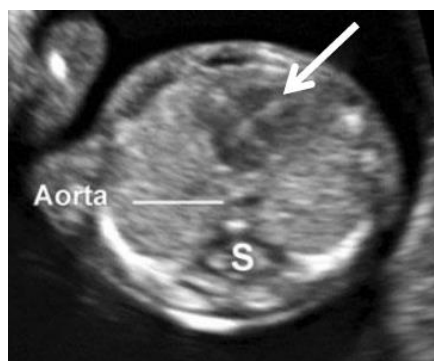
Visualización del Tórax durante la ecografía del I Trimestre
